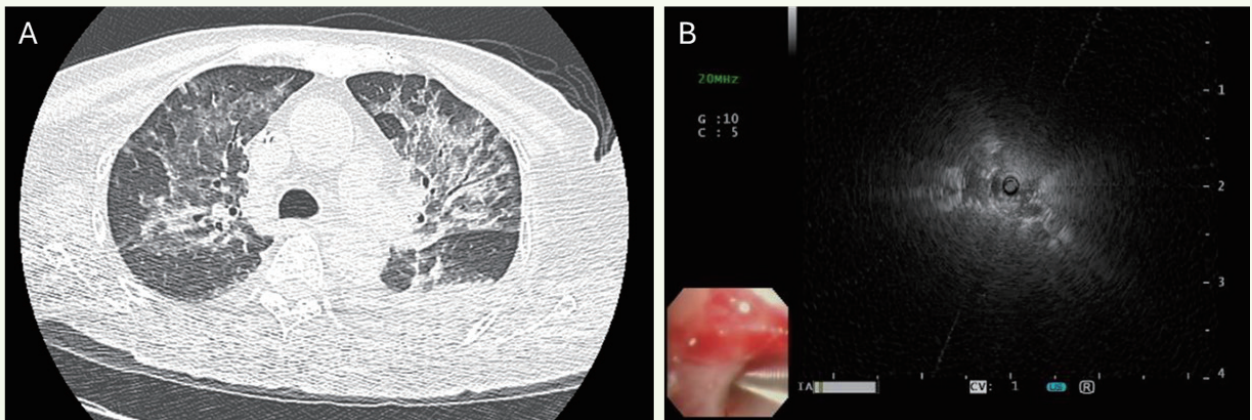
(A) Computed tomography (CT) of the chest demonstrated diffuse ground-glass opacities with focal consolidation. (B) Radial probe endobronchial ultrasound (R-EBUS) was performed to localize the lesion in the left B3 (LB3) segment.
